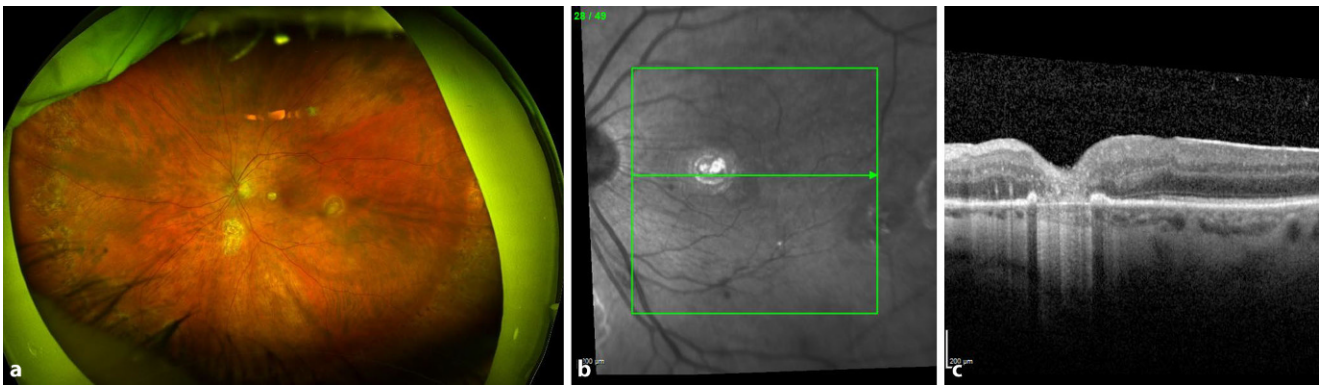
▲ Beispielpatient 2, postoperativer Befund klinisch (a) und in der optischen Kohärenztomographie (OCT) nach 4 Wochen (b, c)
